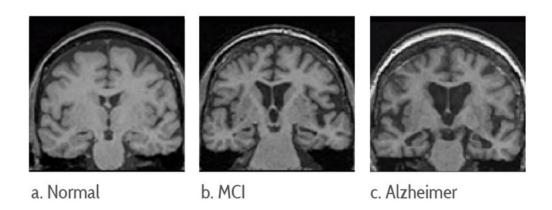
Imágenes de Resonancia Magnético Nuclear (RMN). Donde se aprecia la evolución de la atrofia cerebral. Abreviaturas: MCI: Mild Cognitive Impairment, denominación en sus siglas en inglés del deterioro cognitivo leve (DCL). (Fuente: Javier Chapa Dávila. "Neuroimagen en Enfermedades Neurodegenerativas" www.medicinaysaludpublica.com; 26 julio, 2018)
